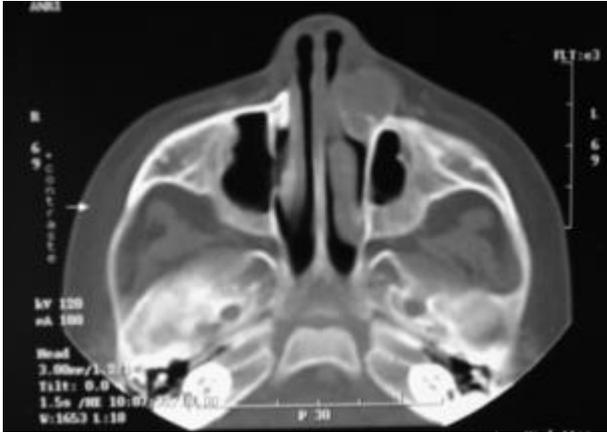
TDM en coupe axiale objectivant une formation nasogénienne gauche ovalaire de densité tissulaire.
